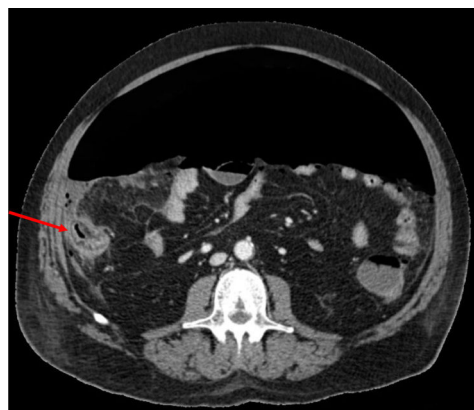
Corte axial de la tomografía computarizada con contraste del paciente en el que se observa abundante neumoperitoneo y cambios inflamatorios en ciego (flecha roja), hallazgos que sugieren perforación cecal.
